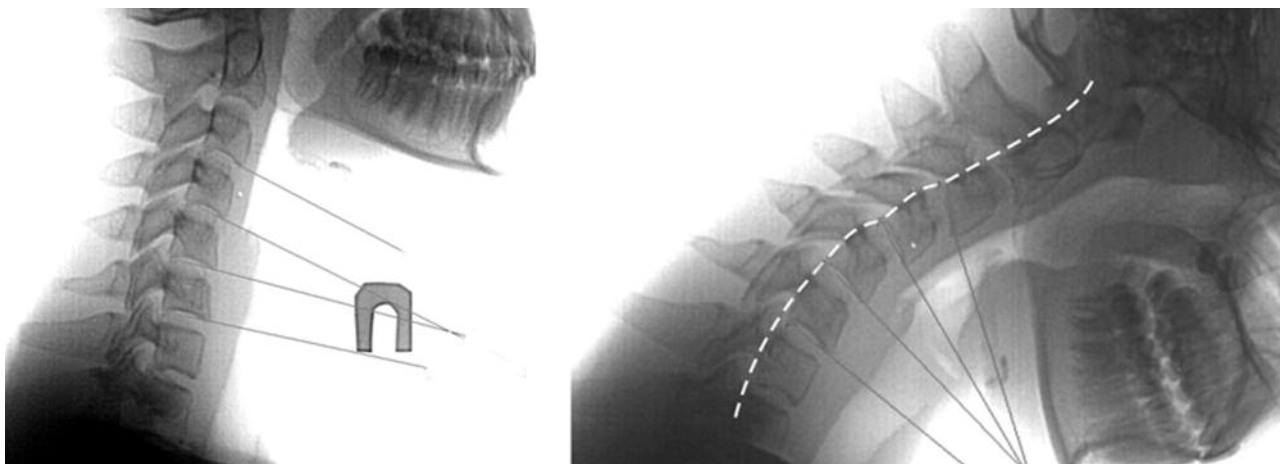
12 Ж. Жалобы на боли в области шеи, головные боли. На рентгенограмме в боковой проекции определяется угол между телами C_4-C_5 до 11° , при наклоне вперед угол увеличился до $13,6^\circ$ и появляется в сегментах $C_3-C_4=14^\circ$. Нестабильность по горизонтали на уровне C_3-C_5 .
